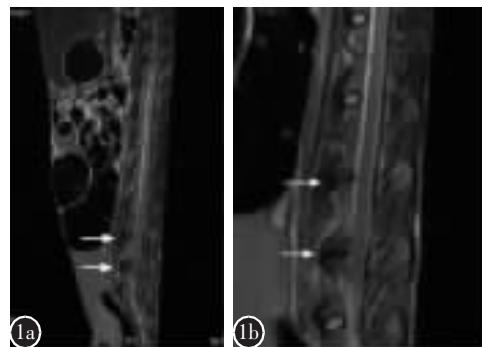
造模后 4 周 MRI 检查示 L4/5、L5/6 椎间盘 T2 加权像呈低信号改变，椎间隙变窄(b 为局部放大图像)
